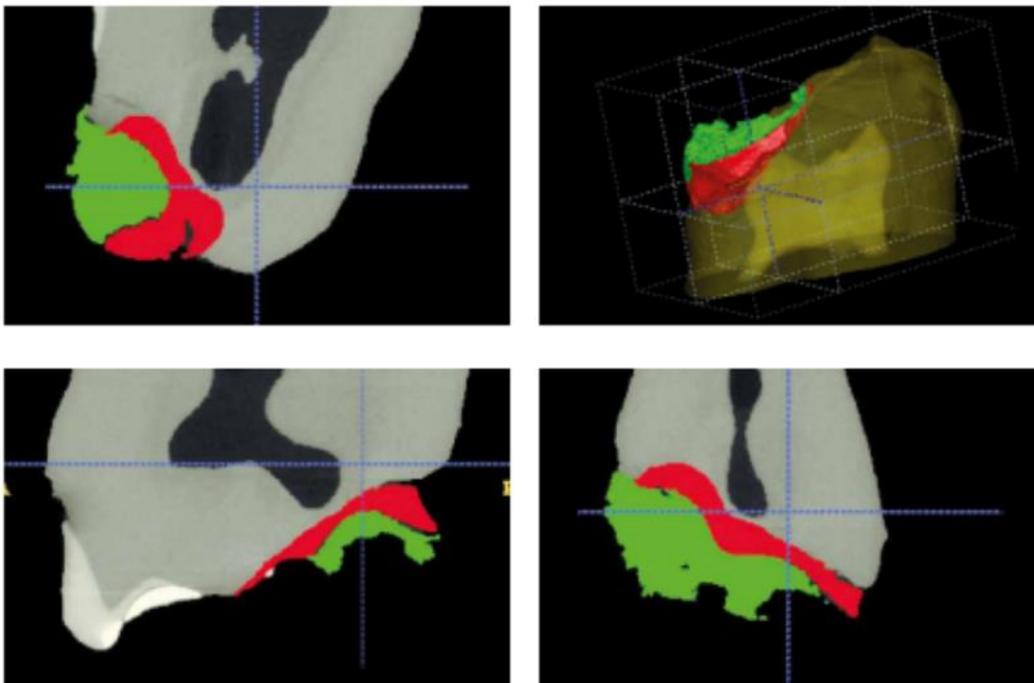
Análise da micro CT. Em vermelho, limite de remoção de tecido cariado com broca carbide em baixa rotação e, em verde, com brocas de polímero. Imagem obtida do catálogo do fabricante. Bosten, D, 2016. [46].
